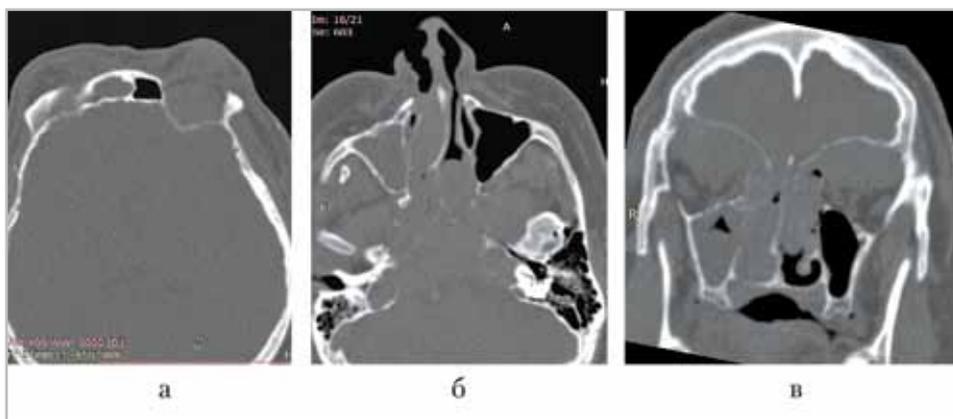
МСК-томограммы черепа (*а, б* — аксиальная плоскость, *в* — фронтальная плоскость) определяется инфильтративно растущее образование клеток решетчатого лабиринта, обеих основных пазух, лобной и верхнечелюстной пазух справа, распространяющееся в правый и левый носовой ходы, интракраниально с признаками деструкции стенок синусов, костей основания черепа, перегородки носа
